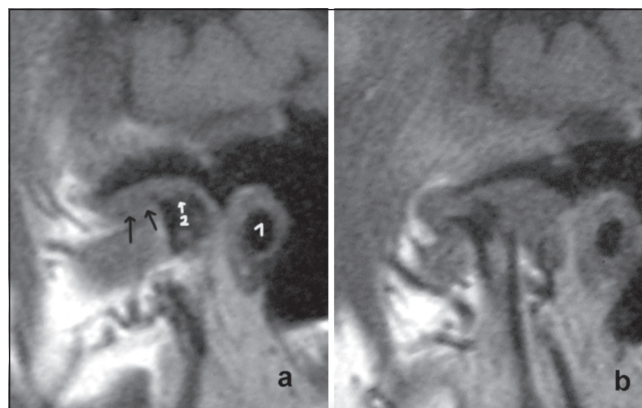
MRI in the parasagittal plane of the left TMJ: closed mouth position (a) open mouth position (b) (1 - external auditory meatus, 2 - subchondral sclerosis of the condyle, arrows - the articular disc)
